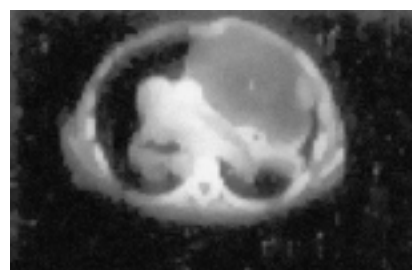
TAC de tórax a diferente nivel, con presencia de masa tumoral en hemitórax derecho.
